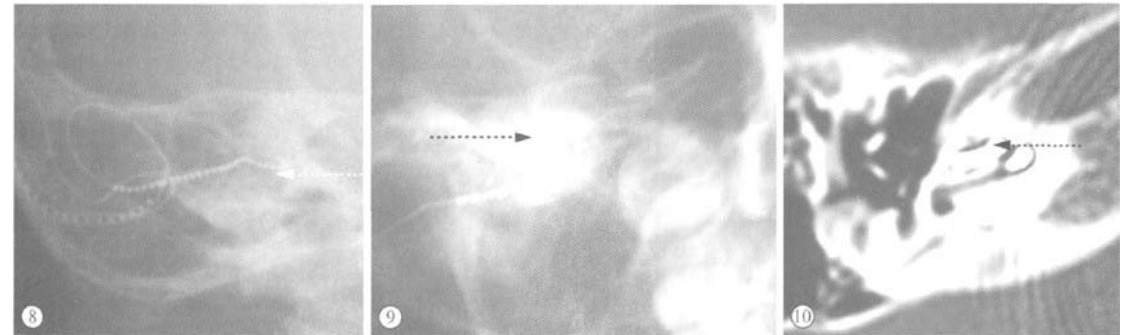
病例 6 开机 6 个月后的耳蜗位平片 由于投照体位不理想, 误认为电极位置不当(箭头所示)
